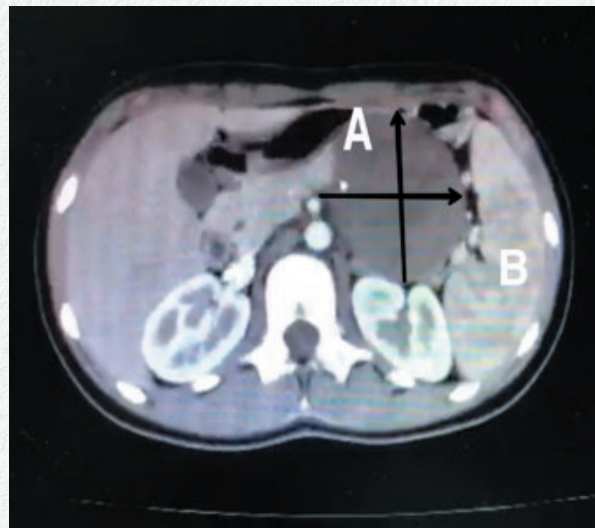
Angiotomografía. A. En el páncreas se observa una masa a nivel del cuerpo y cola que mide 7,2 x 6,5 cm en sus diámetros anteroposterior y transversal, de aspecto heterogéneo. Presenta una calcificación puntiforme en su interior y bordes bien definidos con planos de clivaje con las estructuras vecinas. B. Congestión del bazo con doble densidad
